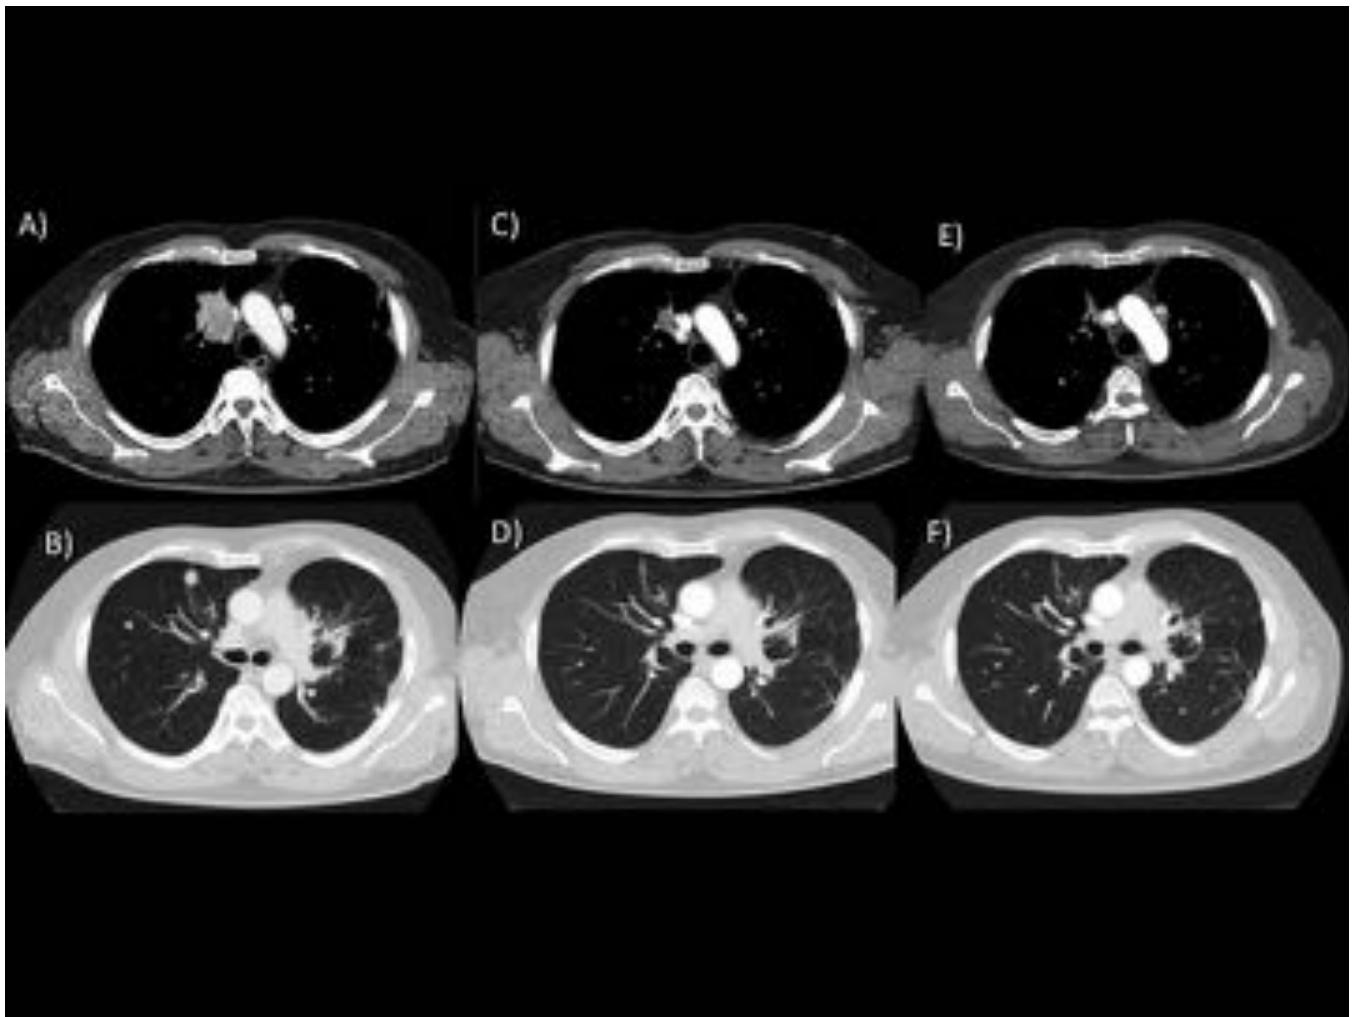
TC torácico con CIV. A y B) TC de screening: (A) masa sólida en lóbulo superior derecho (LSD) con necrosis central y realce periférico. (B) Nódulos pulmonares bilaterales. C y D) TC 6ª semana: (C) Disminución del tamaño y la atenuación de la lesión en LSD y ausencia de realce periférico. (D) Disminución del número y tamaño de los nódulos pulmonares. E y F) TC 12ª semana: Estabilidad de la enfermedad con tendencia a la disminución de tamaño de la lesión del LSD.
